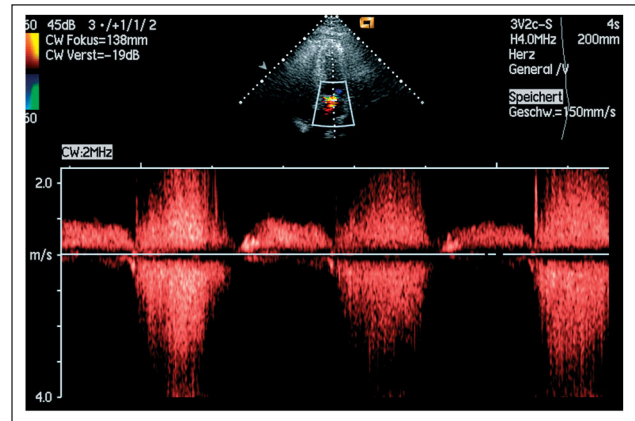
Angedeutete V-Form im CW-Doppler (nicht gut getroffen a. G. des exzentrischen Jets)
